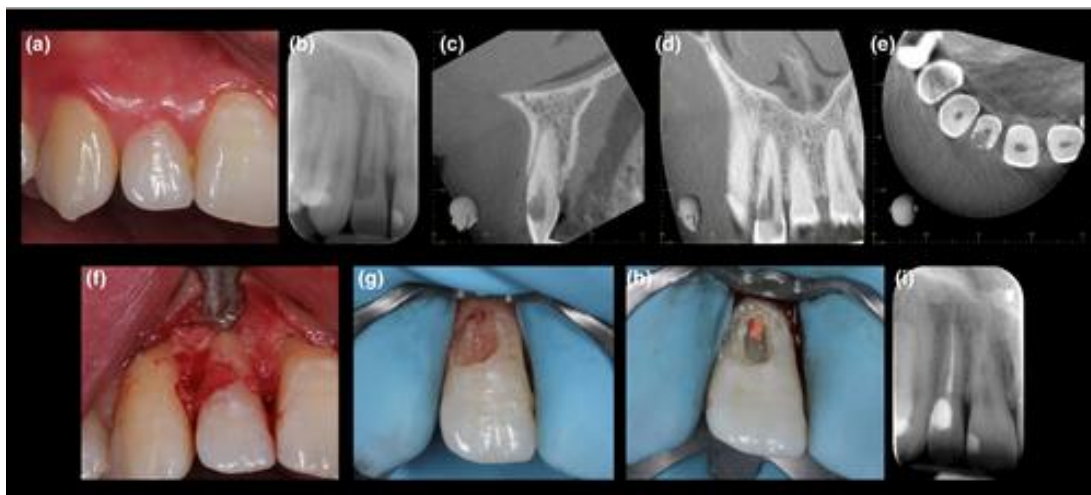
Reparación externa con tratamiento de conducto (a) imagen preoperatoria de 12 con síntomas de pulpitis irreversible y decoloración rosada, la radiografía confirma RCE, (b–d) imágenes CBCT reconstruidas sagitales, coronales y axiales confirman lesión, clase 2,B,p RCE. (e) colgajo mucoperióstico reflejado, (f) después del aislamiento del dique de goma y (g) excavación de la lesión RCE, (h) tratamiento del conducto radicular a través del acceso labial, y (i) radiografía posterior al conducto
